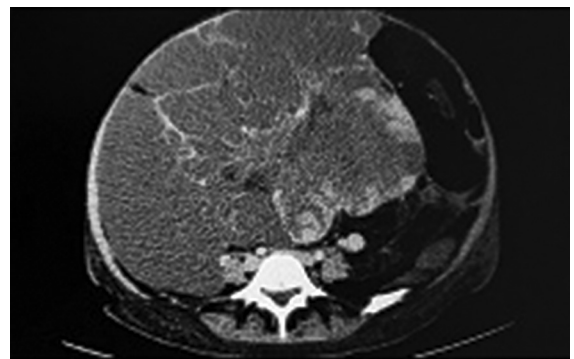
Tomografía axial computarizada abdominal que muestra masa heterogénea con coeficiente de atenuación en rangos lipídicos.
